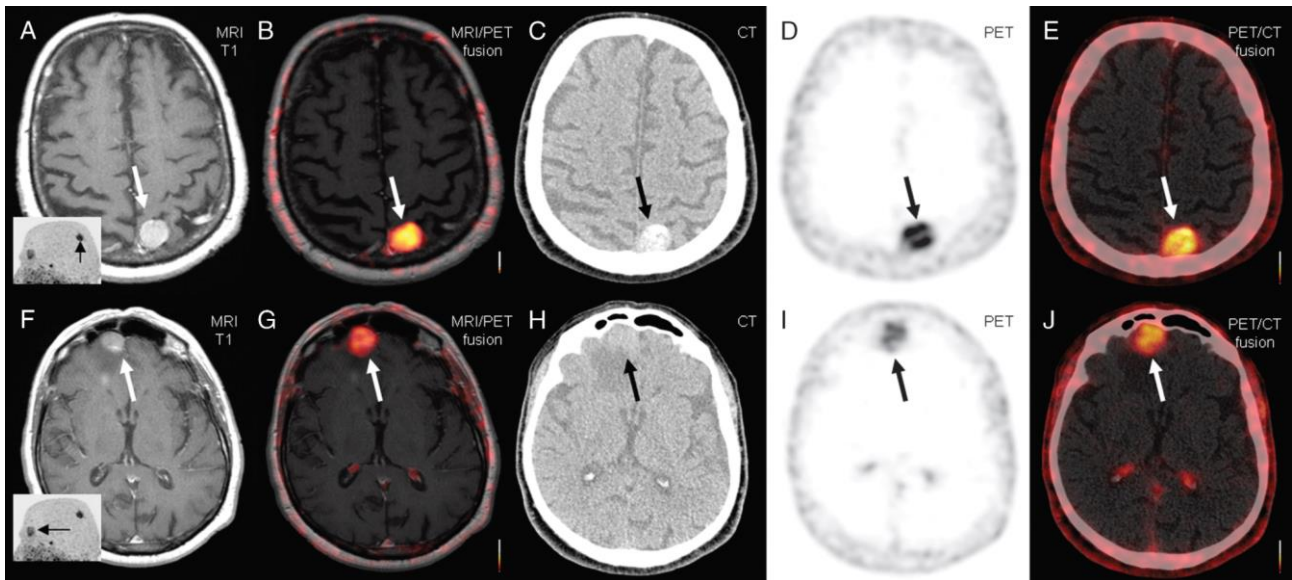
Imagerie cérébrale d'un homme de 73 ans admis pour convulsions. A-F : IRM, B-G : TEP-IRM, C-H : TDM, D-I : TEP, E-J : TEP-TDM / A-E : méningiome, F-J : lymphome non hodgkinien (116).
